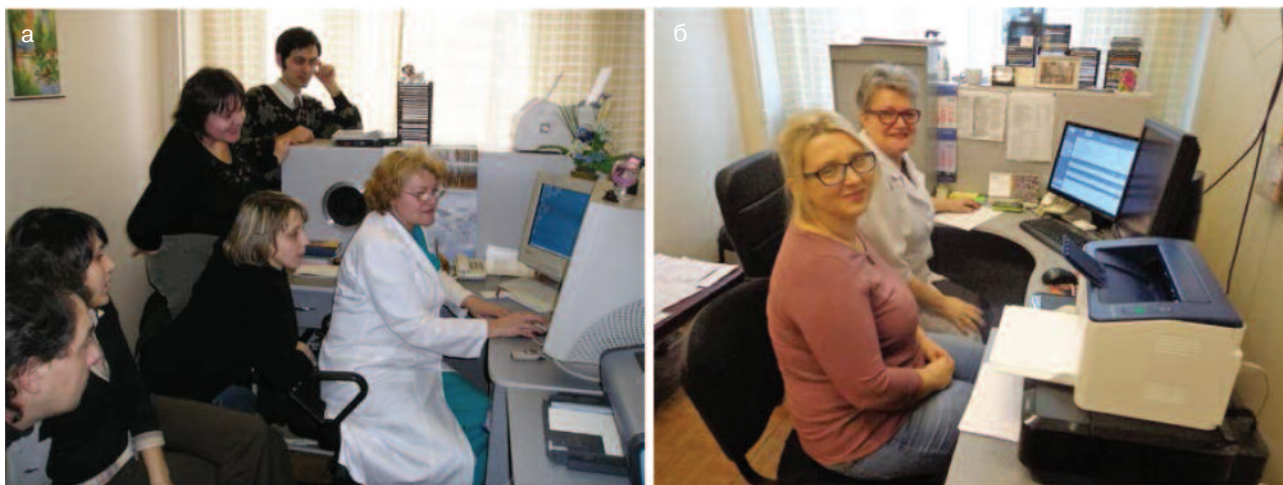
Біля автоматизованого робочого місця рентгенолога: а – 2007 р., б – 2018 р.
